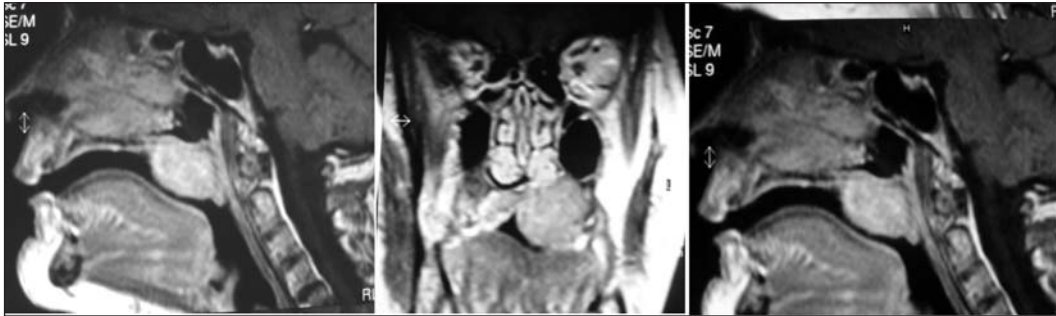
Resonancia magnética sagital y coronal que muestra una señal ligeramente hiperintensa del paladar duro y blando.
